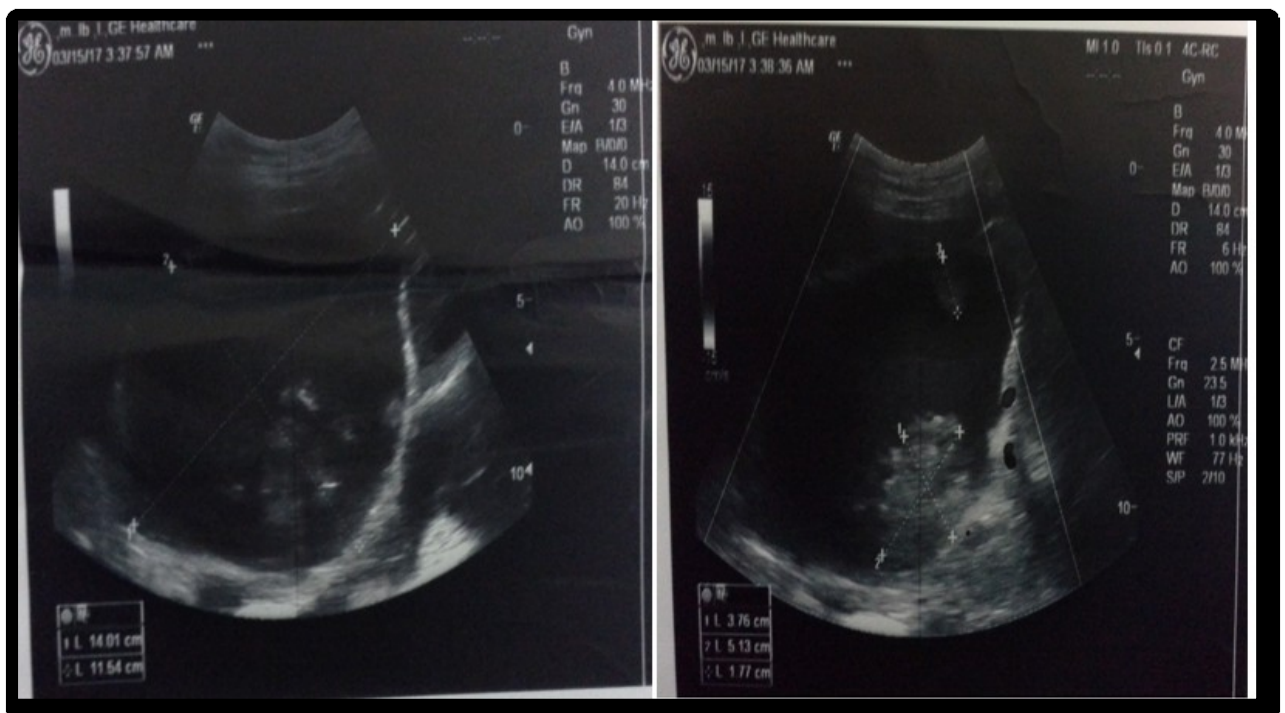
Cas N° 7: images échographiques d'une tumeur séreuse borderline avec composante micro-papillaire, c'est une image d'écho structure mixte cloisonnée prenant tout l'écran.
